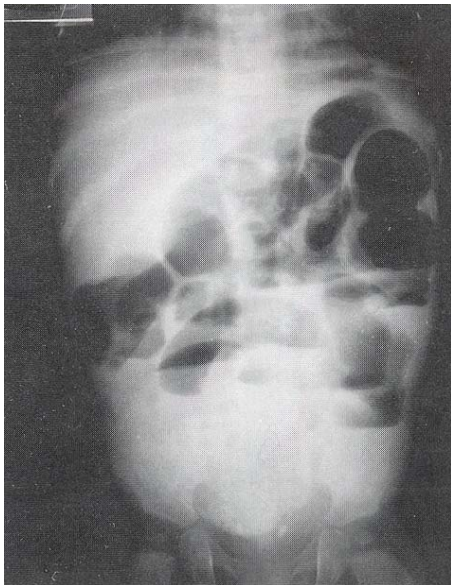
Simple upright abdomen X-ray shows small bowel gas distension with multiple air-fluid level and "loops sign", which suggest intestinal obstruction.
